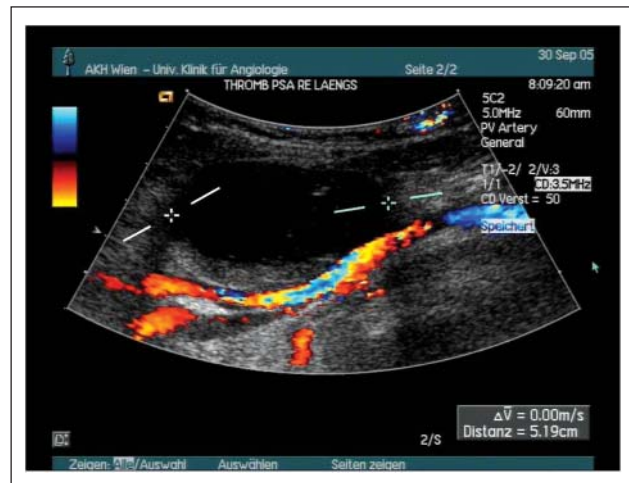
Sonographische Verlaufskontrolle nach 10 Tagen, unverändert vollständiger Verschluss des PSA
